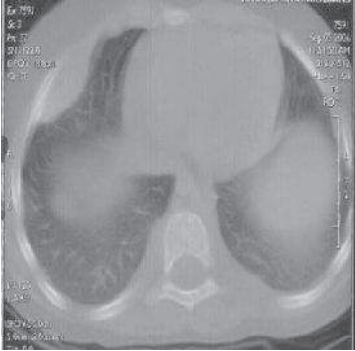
TDM thoracique : Lésions pleurales
